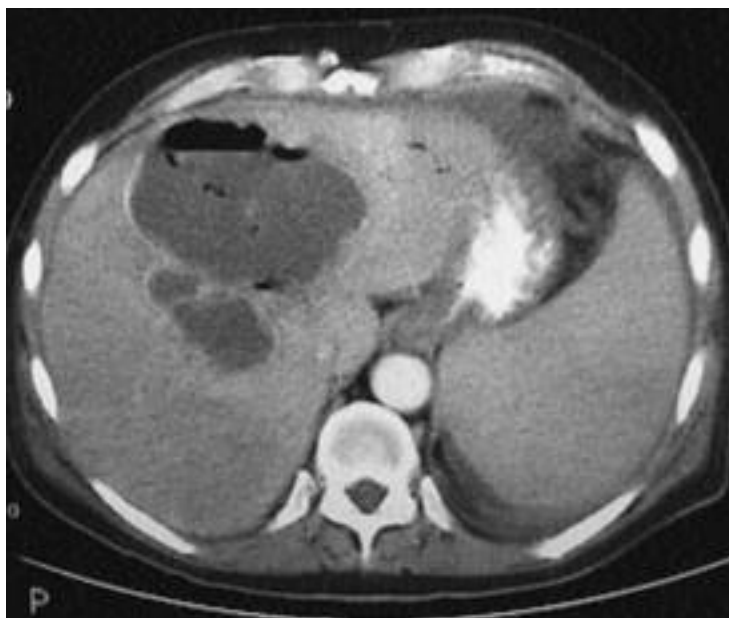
Tomografía computada. Absceso con aire en su interior.
